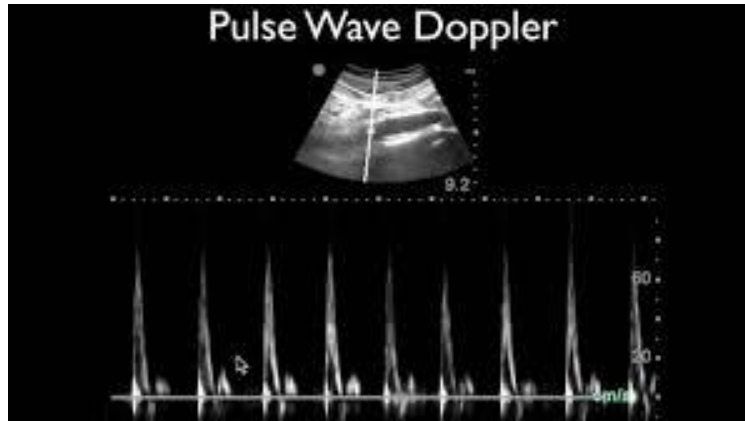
Doppler me valë pulsuese (Pulsed-Wave Doppler , PW Doppler)
